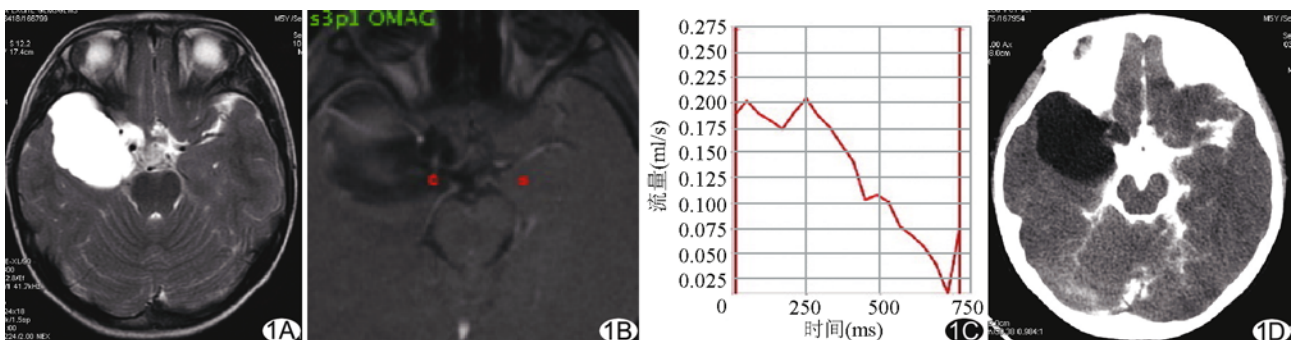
右侧中颅窝非交通性蛛网膜囊肿 A. 术前轴位 T2WI 显示囊肿大小约 52.5 mm×53.3 mm×59.4 mm, 右侧颞叶受压; B. 囊肿与鞍上池相邻的最大层面 CSF 流动幅度图, 右侧红色 ROI 为颈内动脉后方囊肿与鞍上池相邻的最大区域, 左侧红色区域选择正常脑组织为背景, 与 C 图中曲线相对应; C. 相位流动曲线图, ROI 的 CSF 流动在相位流动曲线图上表现为近似等幅度的搏动运动曲线, 提示为非交通性蛛网膜囊肿; D. 经 CT 脑池造影进一步证实囊肿与邻近鞍上池无沟通
